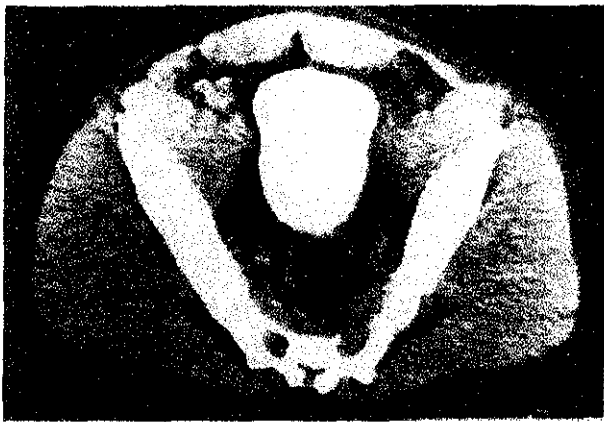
Arriba, urografía excretora demuestra típica forma de pera. Abajo, tomografía computada demuestra que la hipertrofia de los músculos iliopsoas, son los responsables de la configuración en forma de lágrima de la vejiga.
